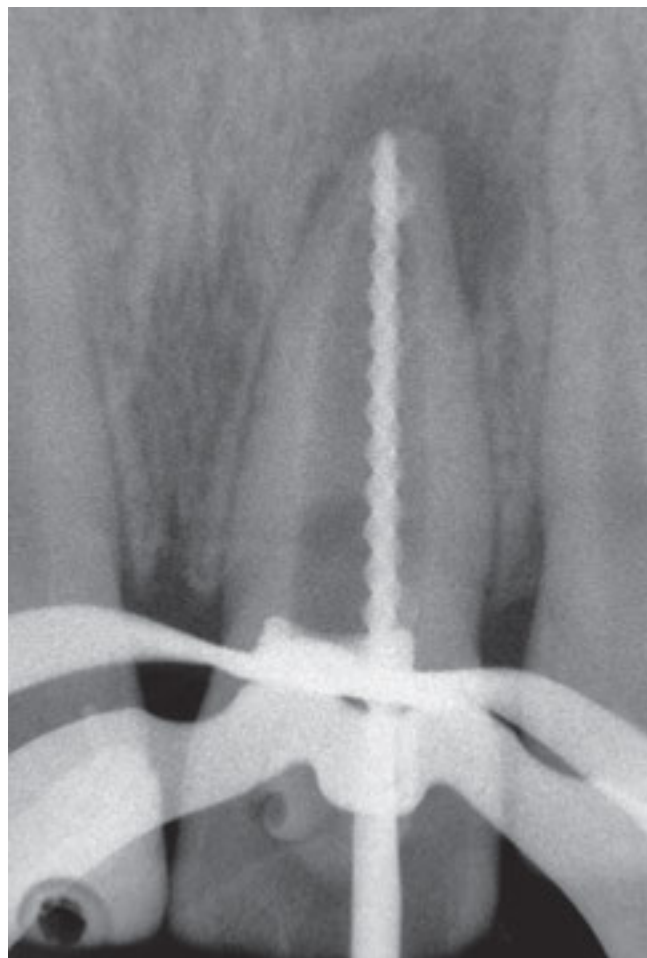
Röntgenmessaufnahme
